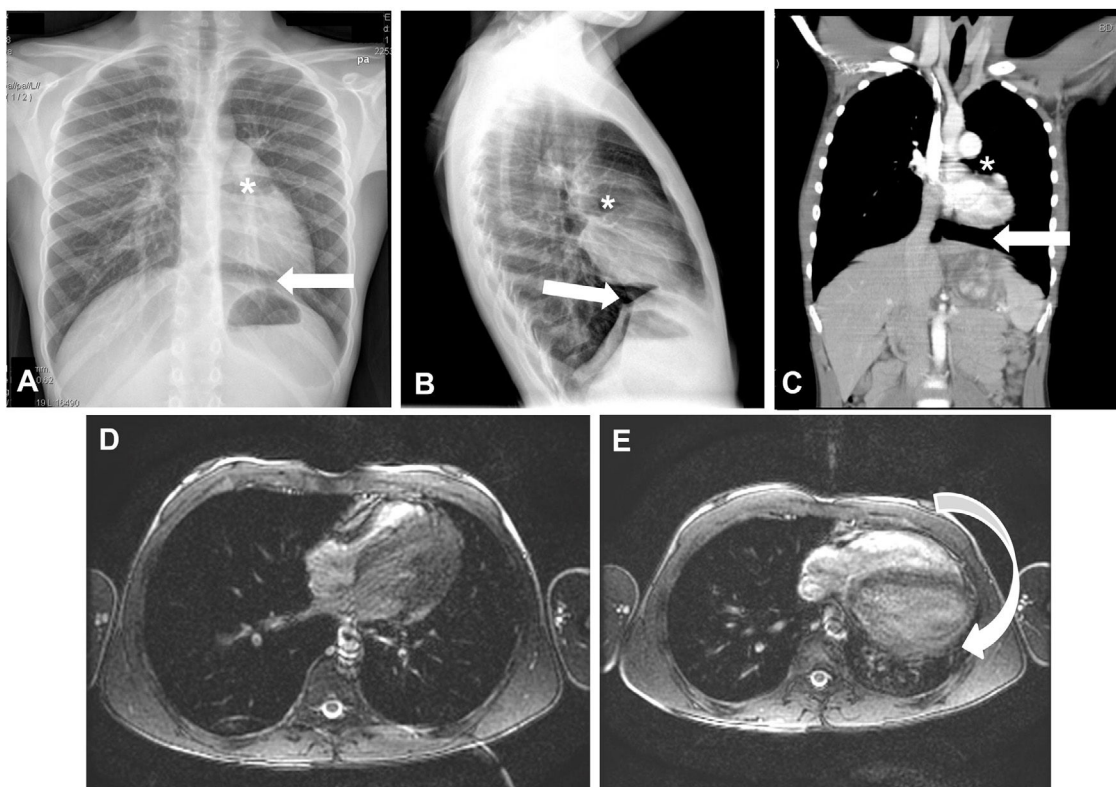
A-C) Radiografía de tórax posteroanterior (A) y lateral (B); TC cardíaca (C); desviación cardíaca hacia la izquierda, con interposición del pulmón entre la salida de la aorta y la arteria pulmonar (*) y presencia de parénquima pulmonar entre el hemidiafragma izquierdo y el margen cardíaco inferior (flecha). D) RM cardíaca con el paciente en decúbito lateral derecho. E) RM cardíaca en decúbito supino mostrando desplazamiento posterior de la silueta cardíaca (flecha).
